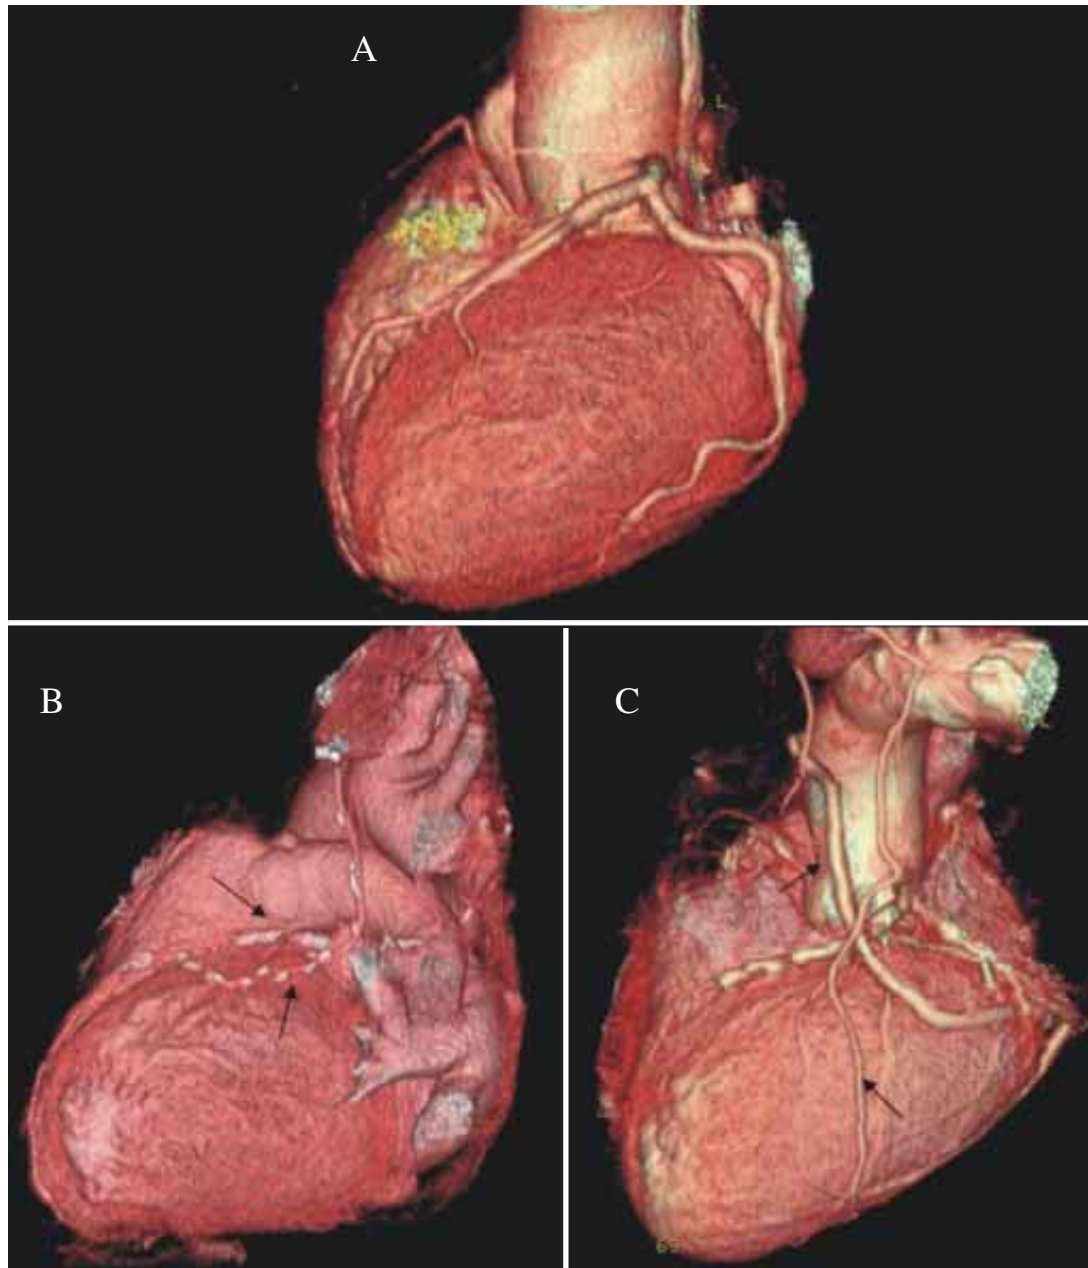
Estudio de la anatomía coronaria obtenida con la técnica de PET/CT 16-multicorte.
